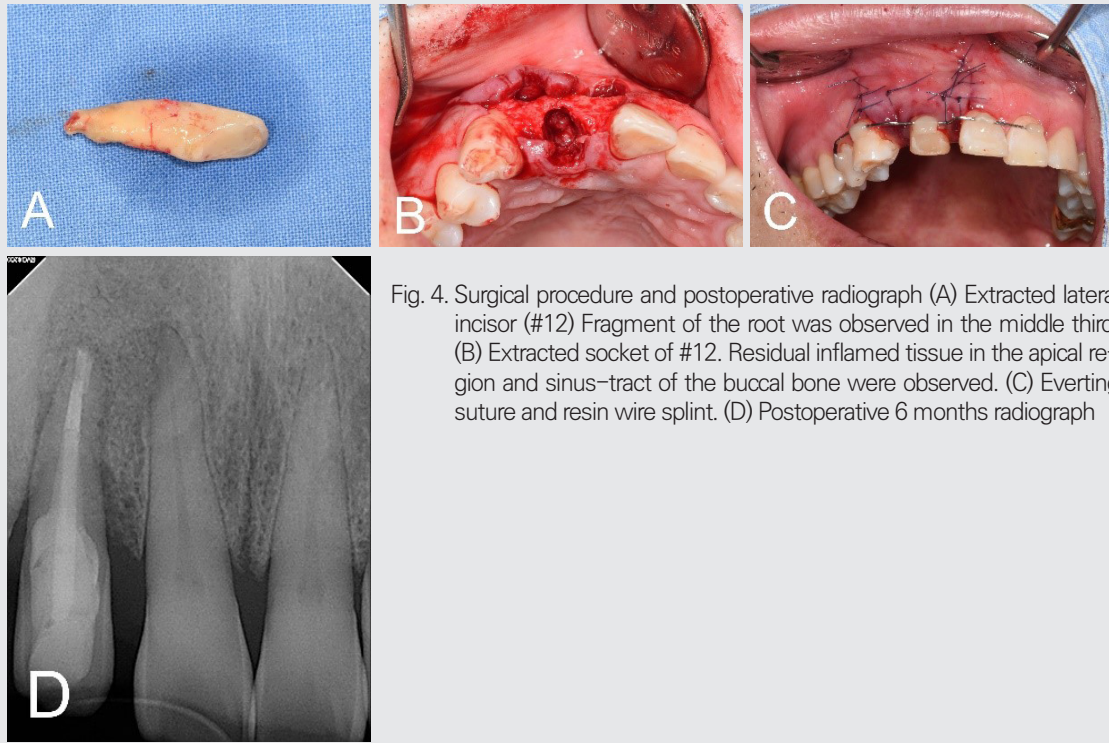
Surgical procedure and postoperative radiograph (A) Extracted lateral incisor (#12) Fragment of the root was observed in the middle third. (B) Extracted socket of #12. Residual inflamed tissue in the apical region and sinus-tract of the buccal bone were observed. (C) Everting suture and resin wire splint. (D) Postoperative 6 months radiograph
